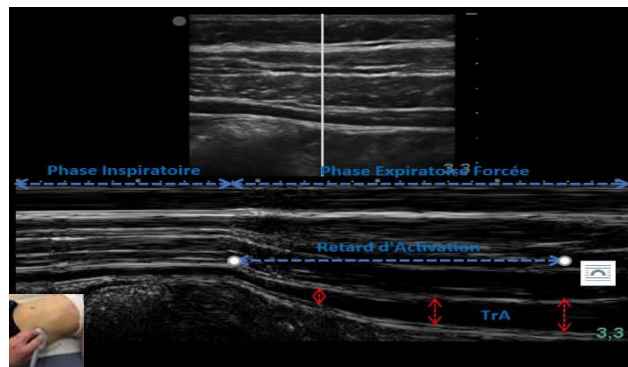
coupe échographique présentant un déficit d'activation du TrA
